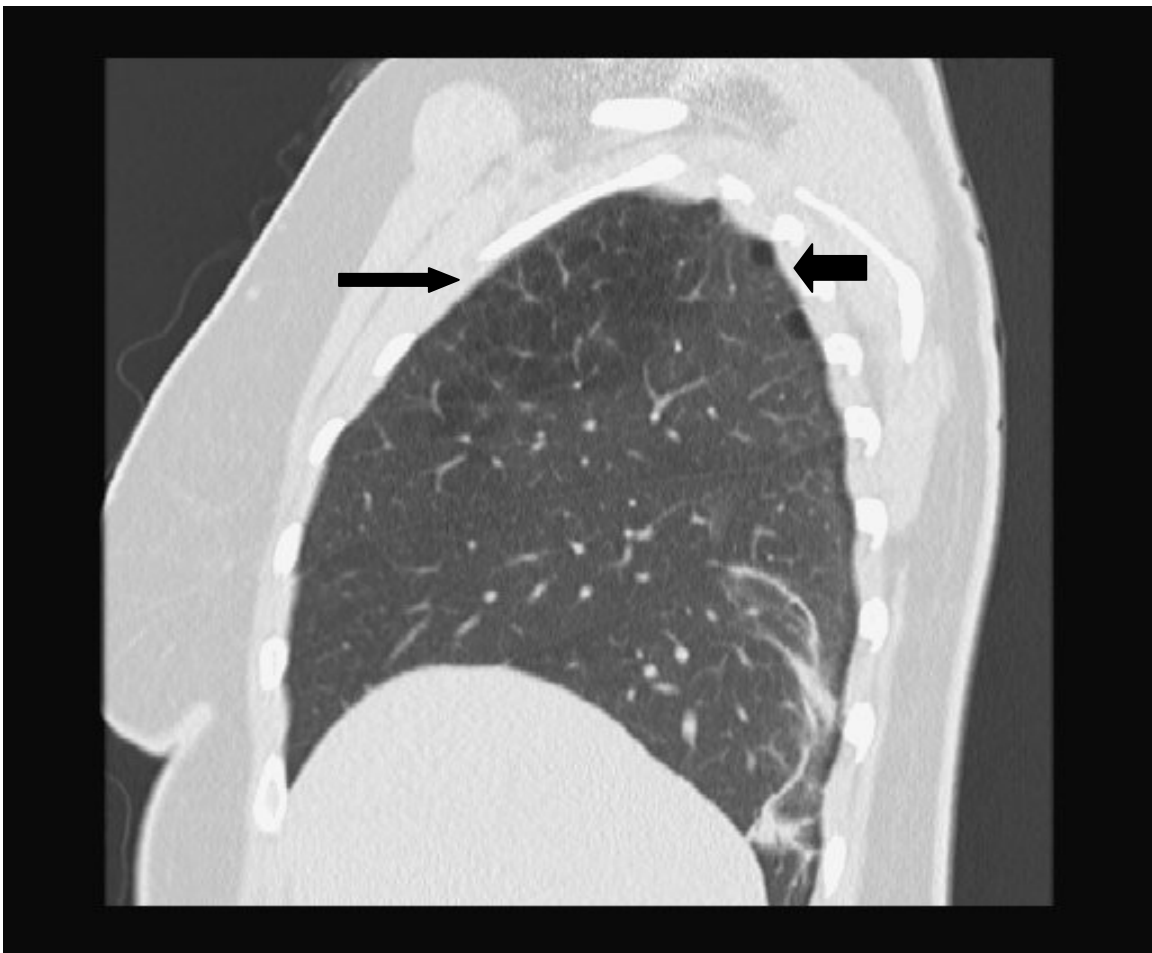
Multislice CT 4 x 1/5,5/5; sagittale MPR. Panlobuläres Emphysem im Segment 3 ( langer Pfeil ), subpleurale Bullae ( kurzer Pfeil ). Die Lungenanatomie mit Lappenspalt ist gut erkennbar. Im Unterlappen narbig-fibrotische Veränderungen.
